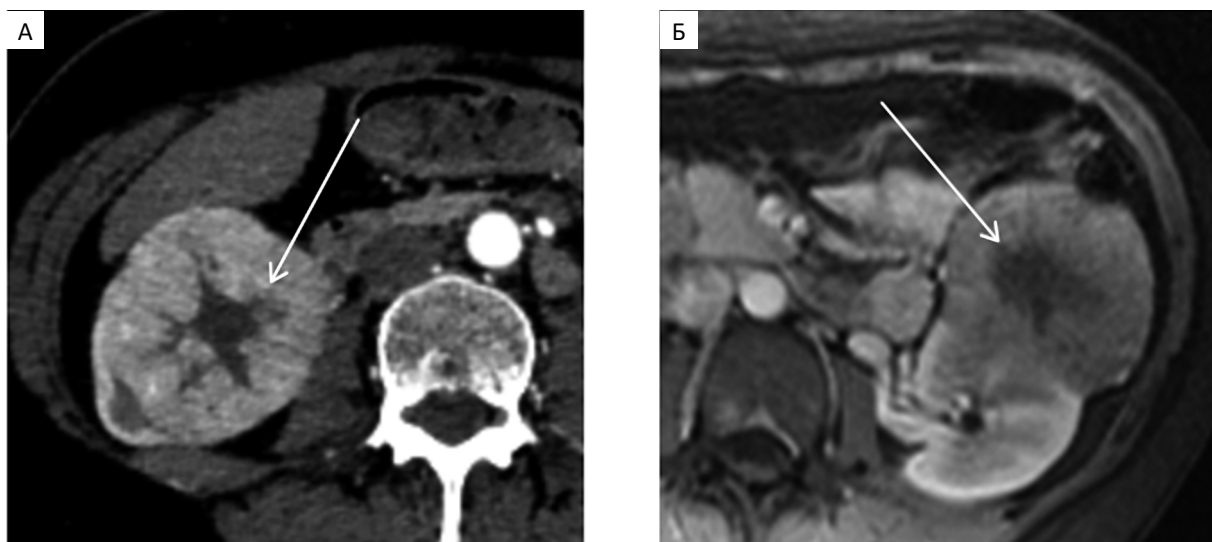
Аксиальные изображения брюшной полости в кортикомедуллярную фазу внутривенного контрастирования. А — компьютерная томограмма пациентки М. 54 лет с онкоцитомой правой почки; Б — МР-томограмма (в T_1) пациентки А. 29 лет с почечно-клеточным раком слева. В обоих случаях в почках — массивные узловые образования (около 6 см в диаметре), с четкими волнистыми контурами и неоднородной внутренней структурой за счет крупного гиподенсивного (на рис. А) или гипоинтенсивного (на рис. Б) центрального звездчатого рубцового формирования (стрелки)
